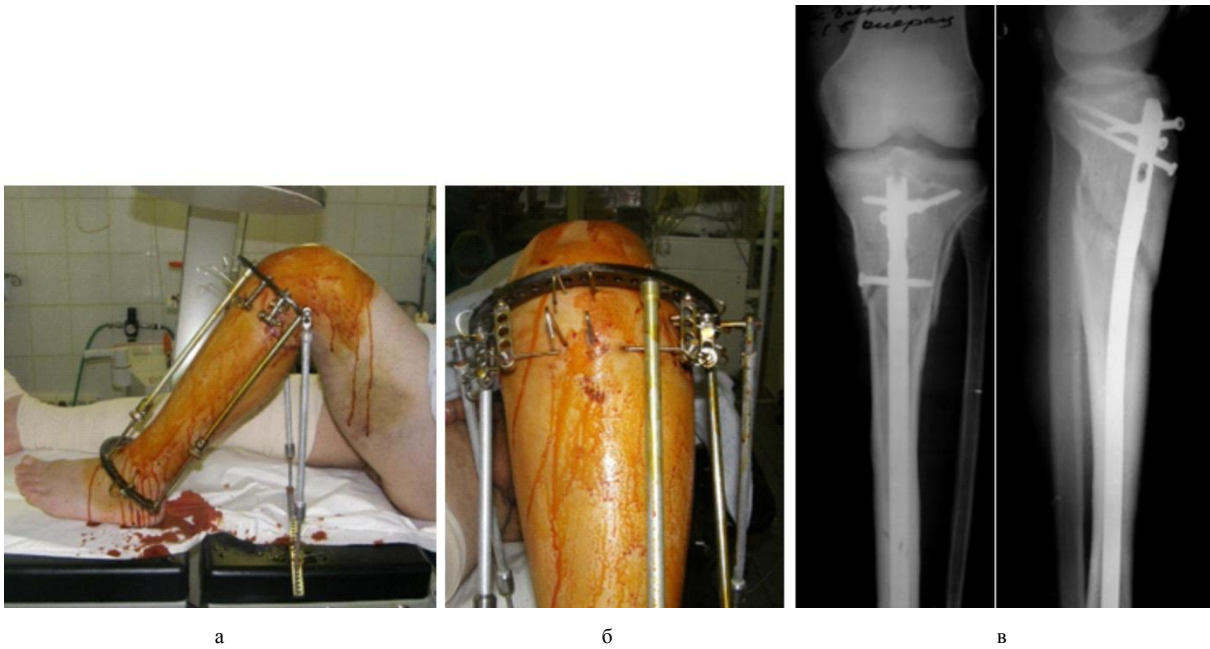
а – общий вид голени с наложенным дистрактором перед введением интрамедуллярного стержня; б – проксимальный отдел голени, в сагиттальной плоскости проведены 4 отклоняющие спицы; в – послеоперационные рентгенограммы голени в прямой и боковой проекциях, в центральный отломок введено 4 запирающих винта
